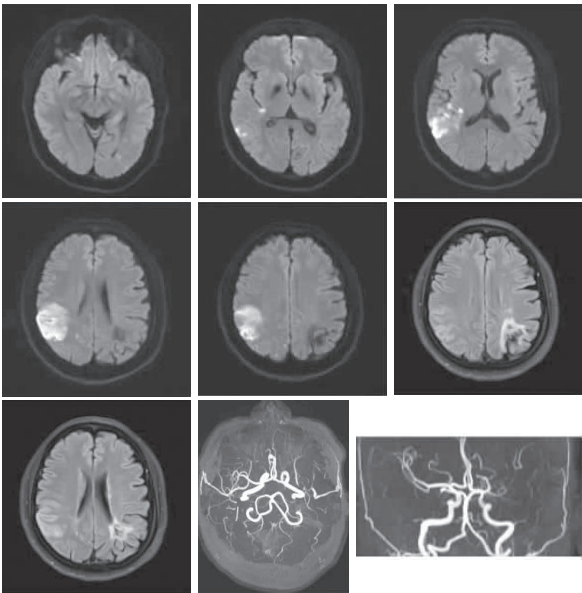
颅脑 MRI 示右侧颞顶叶、左侧枕叶急性或亚急性期脑梗死表现,左侧放射冠、顶叶缺血灶及软化灶;左侧大脑中动脉闭塞
